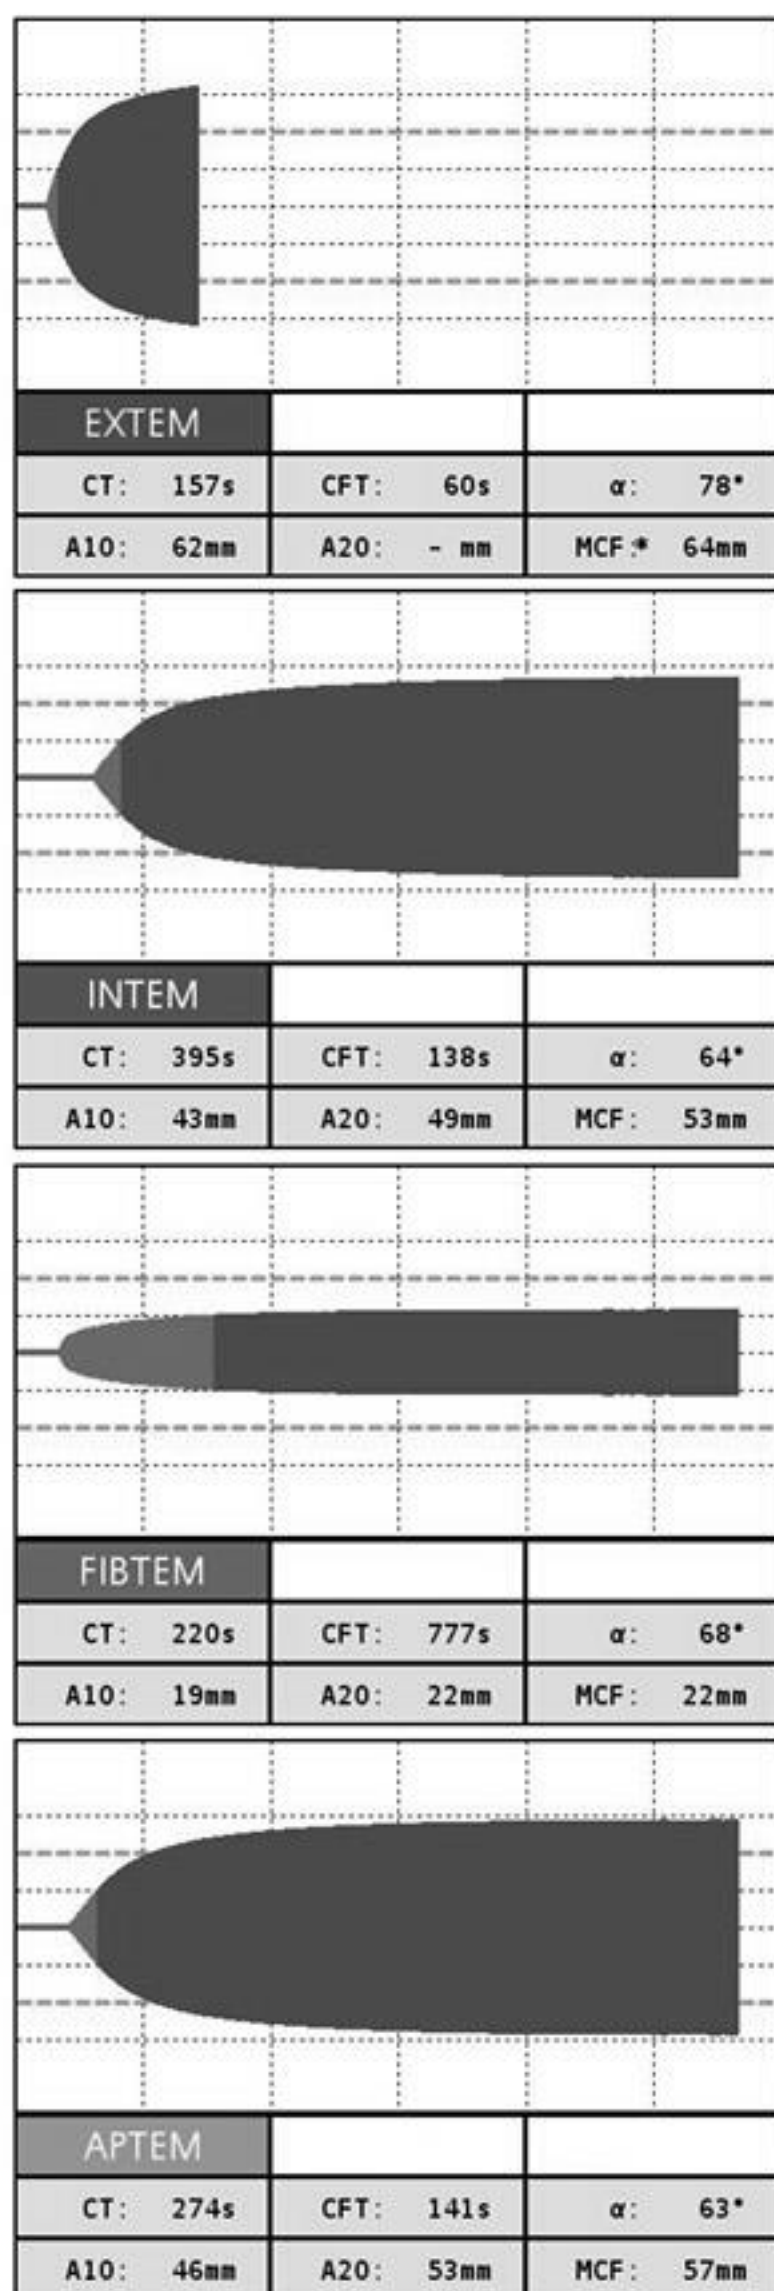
Тромбоэластограмма перед выполнением оперативного вмешательства. Выраженная гипокоагуляция по внешнему (CT EXTEM > 79 с) и внутреннему пути (CT INTEM > 240 с)
